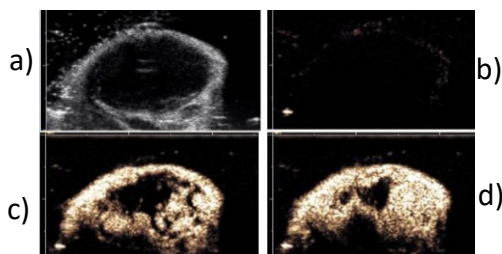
Imagerie ultrasonore d'une tumeur sous-cutanée : a) Imagerie en mode B; b) Imagerie en mode CPS avant injection des microbulles; c) Imagerie en mode CPS, 5 secondes après injection des microbulles; d) Imagerie en mode CPS 30 secondes après administration des microbulles [36].
